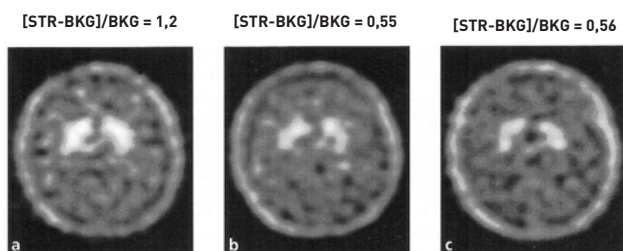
Dopamintransporter-Dichte im Striatum ($[STR-BKG]/BKG$), gemessen im $[Tc-99m]TRODAT1$ -SPECT, bei einer 53-jährigen Normalperson ohne Medikation (a), nach Verabreichung von 20 mg retardiertem Methylphenidat (Ritalin SR®) (b) und nach fünfständigem Tragen eines Nikotinplasters mit 17,5 mg/24h (c) STR = Dichte im Striatum, BKG = Dichte im Background (Zerebellum).
